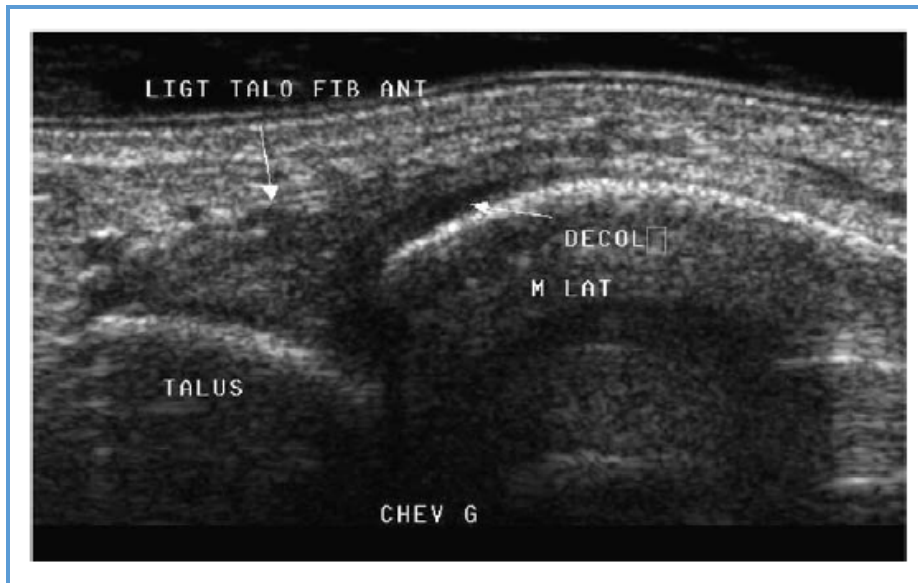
Échographie - décollement de l'insertion proximale du ligament talofibulaire antérieur [31].
